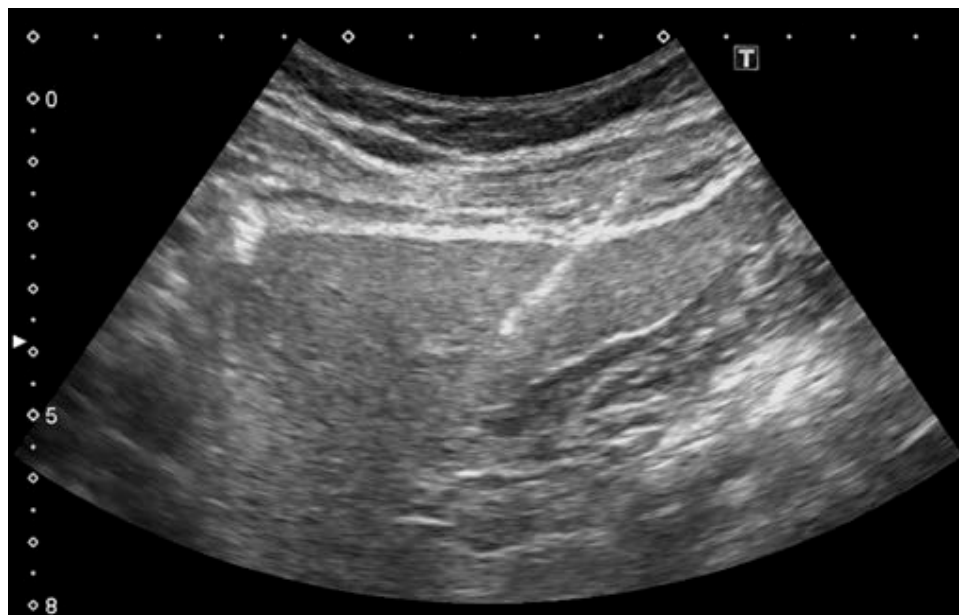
Sagittal view of a Tru-Cut biopsy of the left liver lobe under real-time ultrasound guidance after deployment of the needle. Note that the trajectory of the needle can be observed while it is being advanced through soft tissues.
